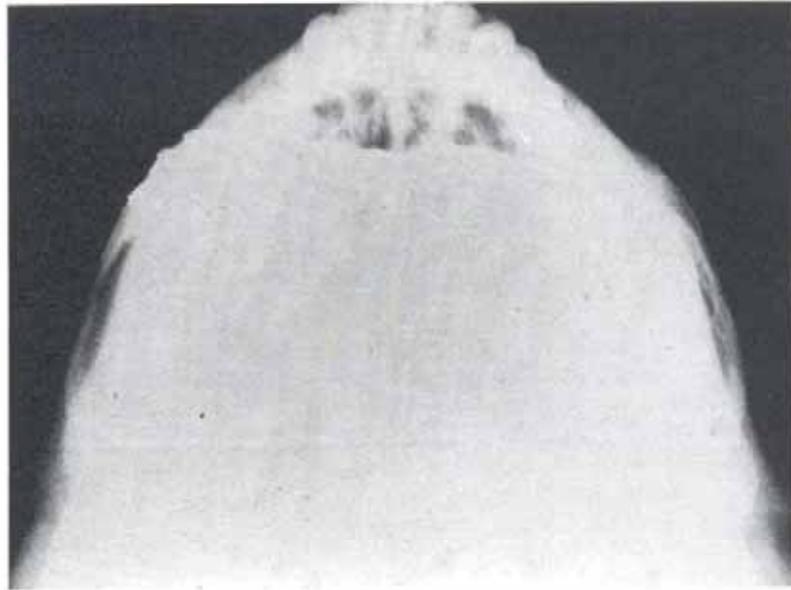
Radiografia axial submento-vértice (Hirtz)
